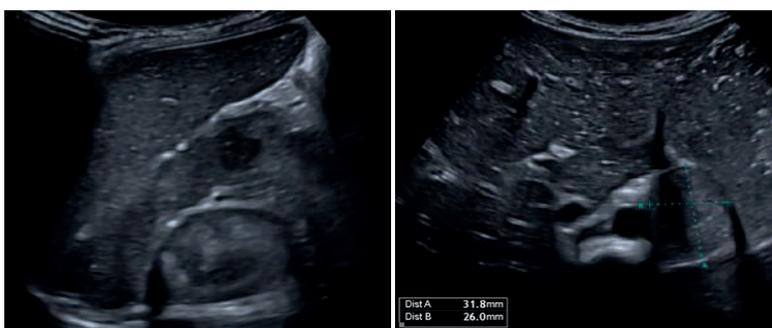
Ecografía abdominal
